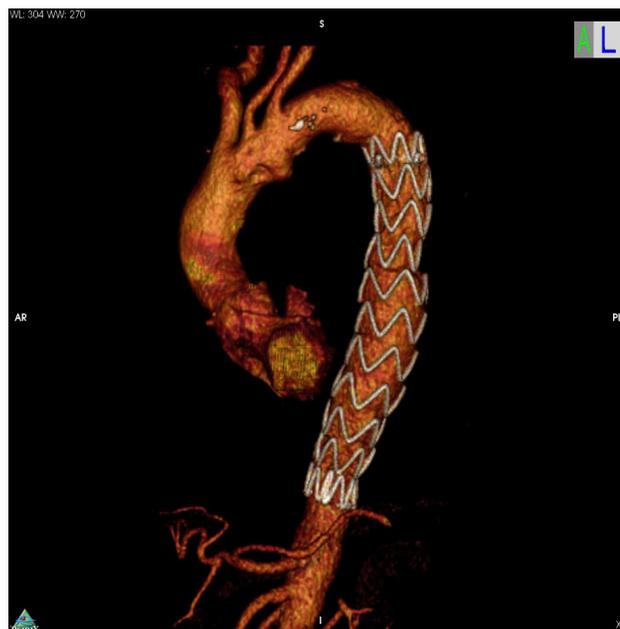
МСКТ-ангиография грудной аорты. Нисходящая часть грудной аорты с имплантированным стент-графтом в нисходящем отделе. Контрольное исследование через 1 месяц после вмешательства
